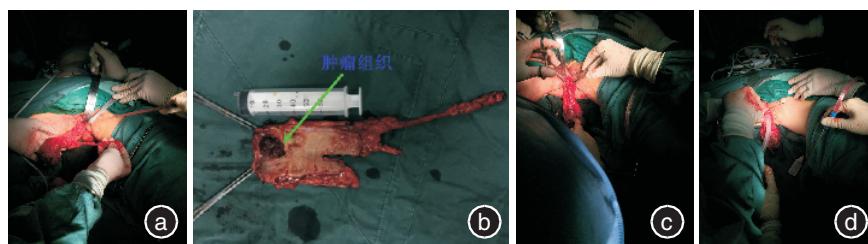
腹腔镜改良 Parks 手术会阴部操作图片 a.于肿瘤下缘1~2 cm超声刀环形切开直肠全层,与腹部会师,自肛门脱出直肠及根部切断的肠系膜下动脉(No.253组淋巴结);b.自肛门取出的整块手术标本;c.近端结肠浆肌层与肛管断端全层间断缝合;d.于直肠腔内置入螺纹管以支撑吻合口
